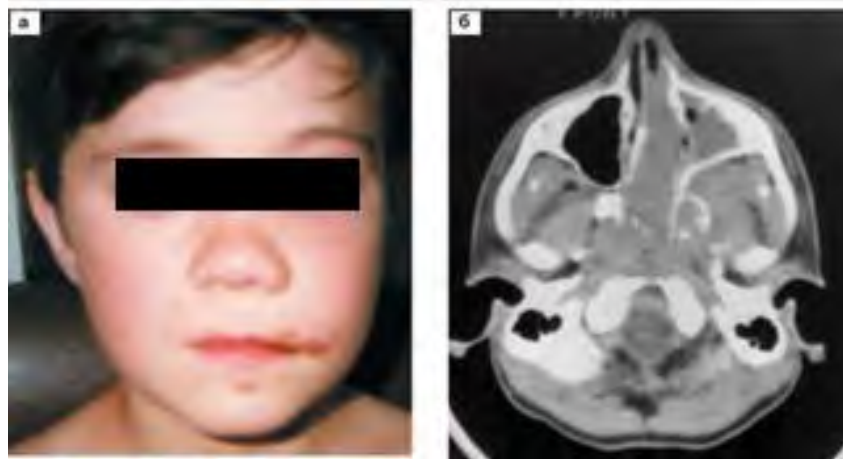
Больной М., 13 лет. Фрагменты спиральных компьютерных томограмм с контрастированием в аксиальной проекции у больного с ЮАН
